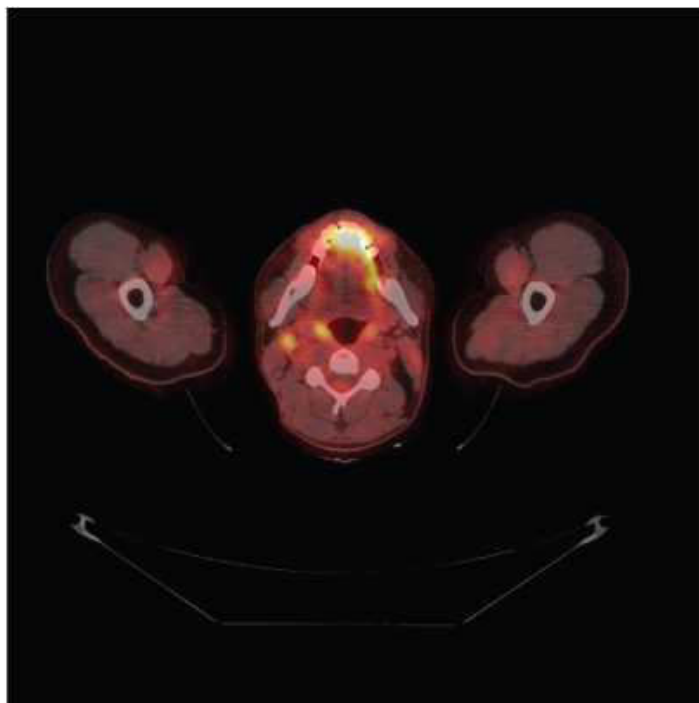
В тех клиничко-диагностических случаях, когда гистопатологический диагноз не был поставлен, ПЭТ может быть использован для выбора наиболее подходящей локализации для биопсии. В данном случае единственный поверхностный лимфатический узел находился в правой средней яремной группе.
